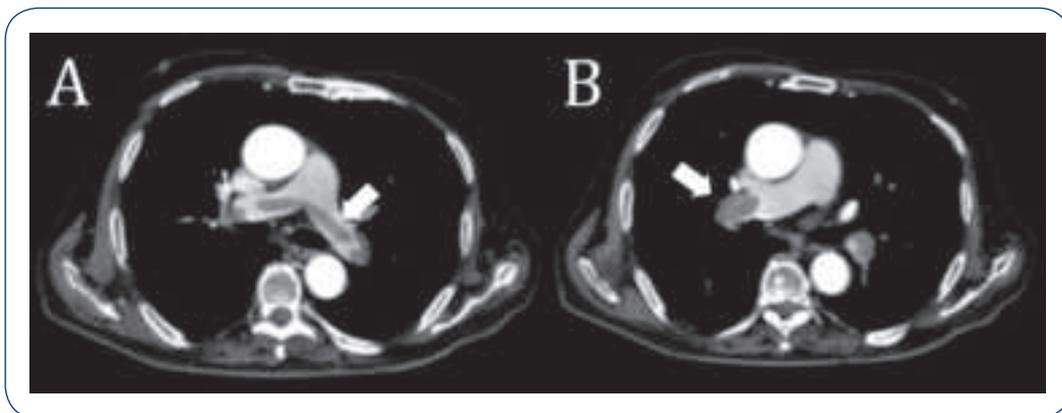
Imagens de angiotomografia computadorizada *multislice* de tórax com contraste intravenoso na embolia pulmonar. A. Trombo a cavaleiro, ocupando os dois ramos da artéria pulmonar (seta). B. Trombo em artéria pulmonar ramo lobar direito (seta).
